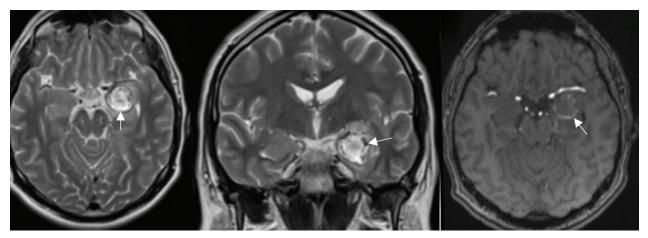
МРТ головного мозга пациента Д. Стрелкой указано образование в медиобазальных отделах левой височной доли, прилежащее к средней мозговой артерии
